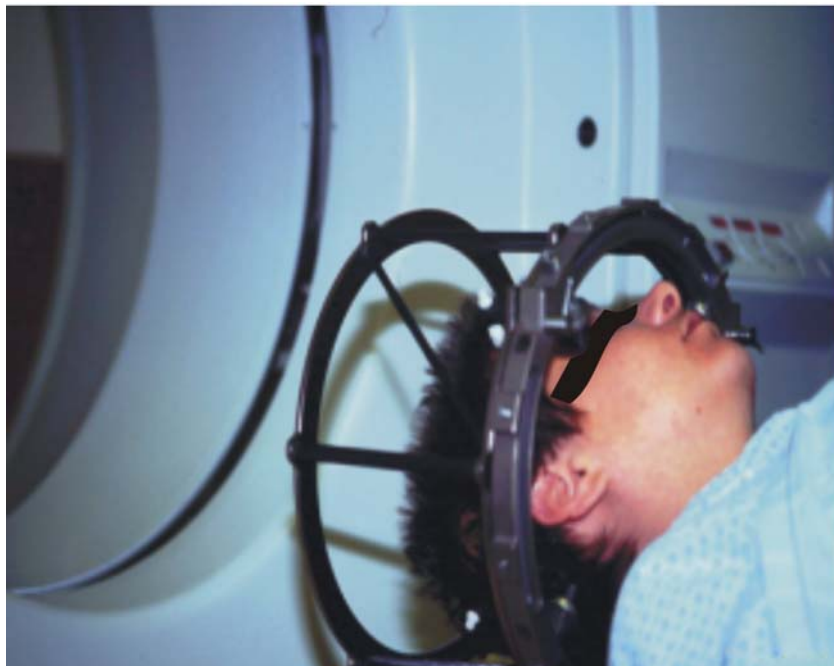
O anel e a moldura estereotáxica utilizados durante a aquisição das imagens radiológicas em um equipamento de tomografia computadorizada para a determinação do isocentro da lesão.
